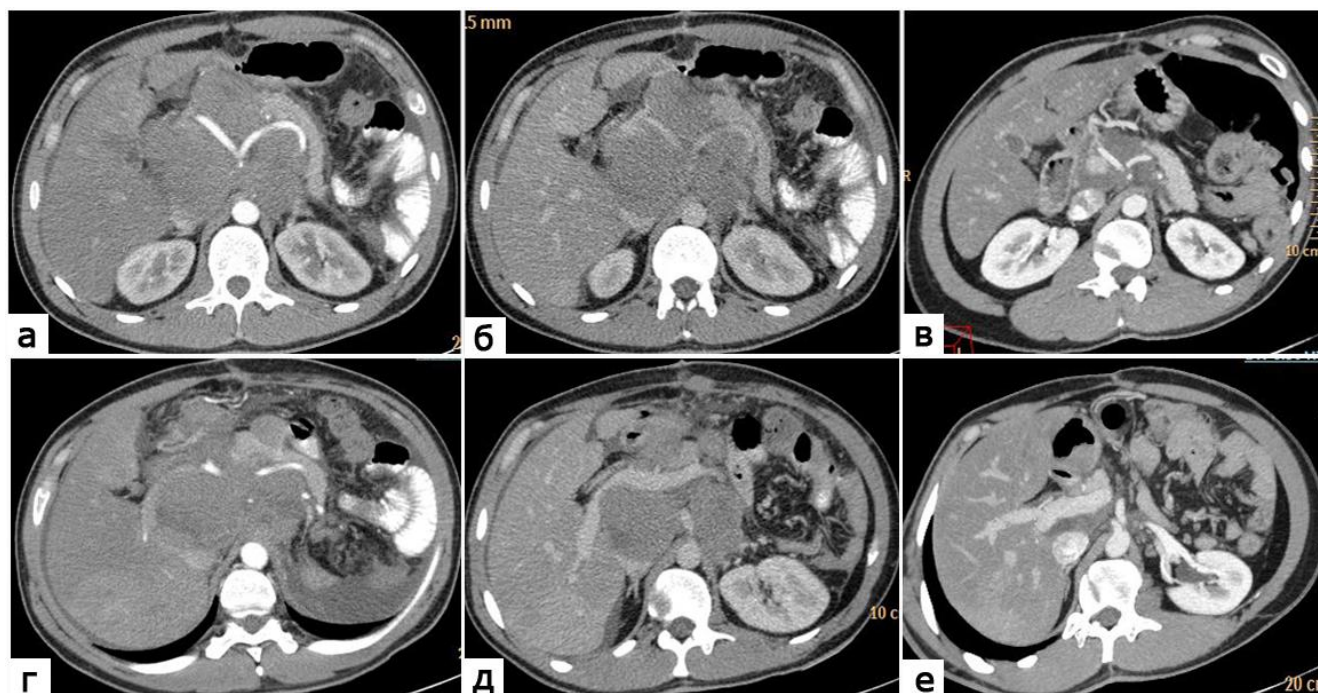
КТ-изображения брюшной полости. Конгломерат забрюшинных лимфатических узлов в чревной области при В-клеточной лимфоме до и в процессе проводимого лечения: а, г – артериальная фаза при стандартной двухфазной МСКТ (сканы на уровне ветвей чревного ствола и на уровне воротной вены); б, д – портальная фаза при стандартной двухфазной МСКТ (сканы на уровне ветвей чревного ствола и на уровне воротной вены); в, е – венозно-артериальная фаза при одномоментной двухфазной МСКТ (сканы на уровне ветвей чревного ствола и на уровне воротной вены)
